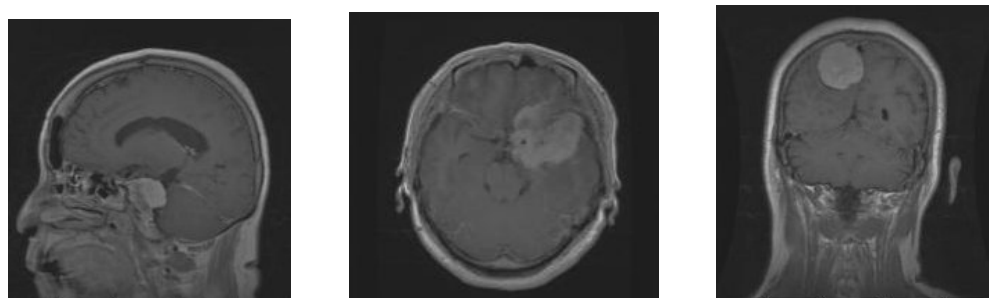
Exemplos dos três cortes de MRI de diferentes pacientes (à esquerda: sagital, meio: axial, direita: coronal).
